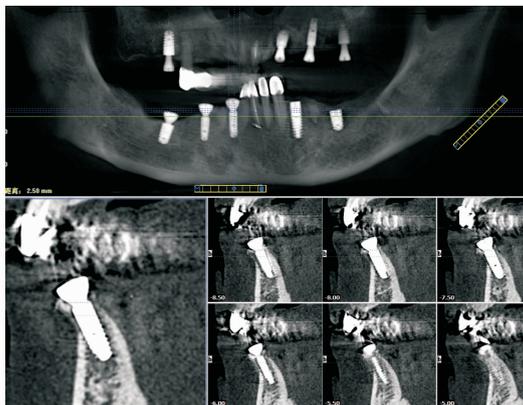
术后3个月CBCT照片显示种植体植入三维位置理想,骨结合良好
